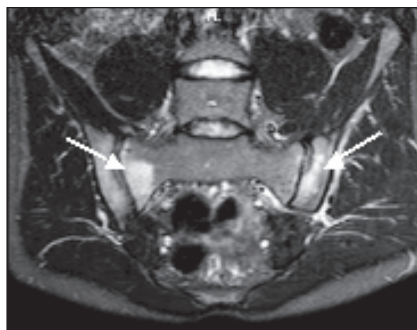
Больной К., 26 лет. МРТ КПС в режиме T2 STIR (декабрь 2021 г.). Видны очаги активного костномозгового воспаления в области обоих КПС (гиперинтенсивные сигналы) в режиме жироподавления (белые стрелки)
